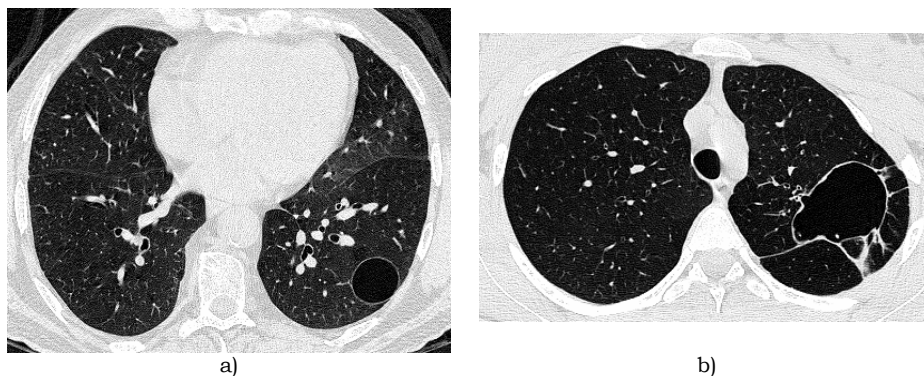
Imagens de TAC de alta resolução (TCAR) de 2 pacientes onde se observam bolhas pulmonares de morfologia arredondada em a) e ovalizada em b).
